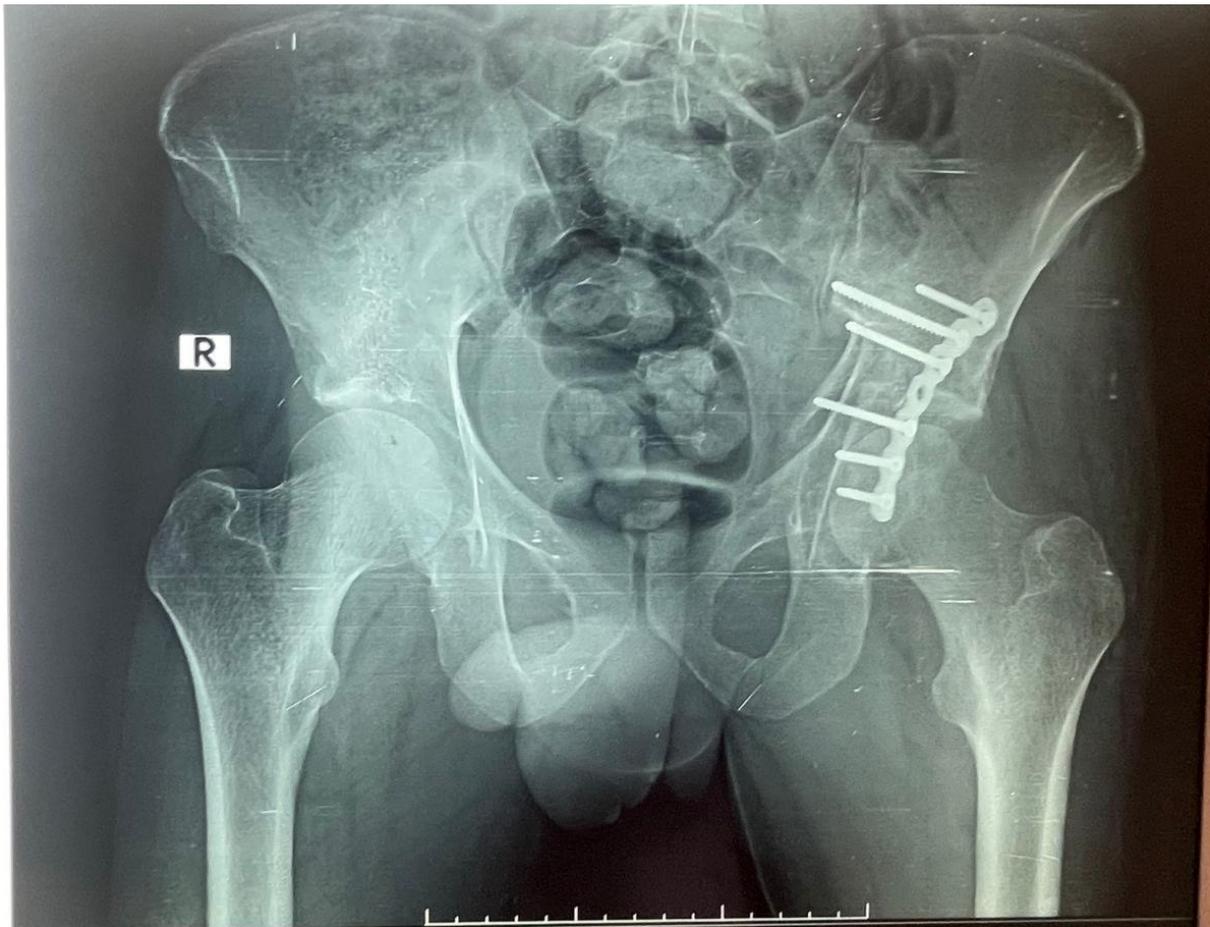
Radiographie de la hanche face : contrôle d'une luxation de la hanche associée à une fracture du cotyle traitée par plaque vissée spécial cotyle {HMMI de Meknès}
